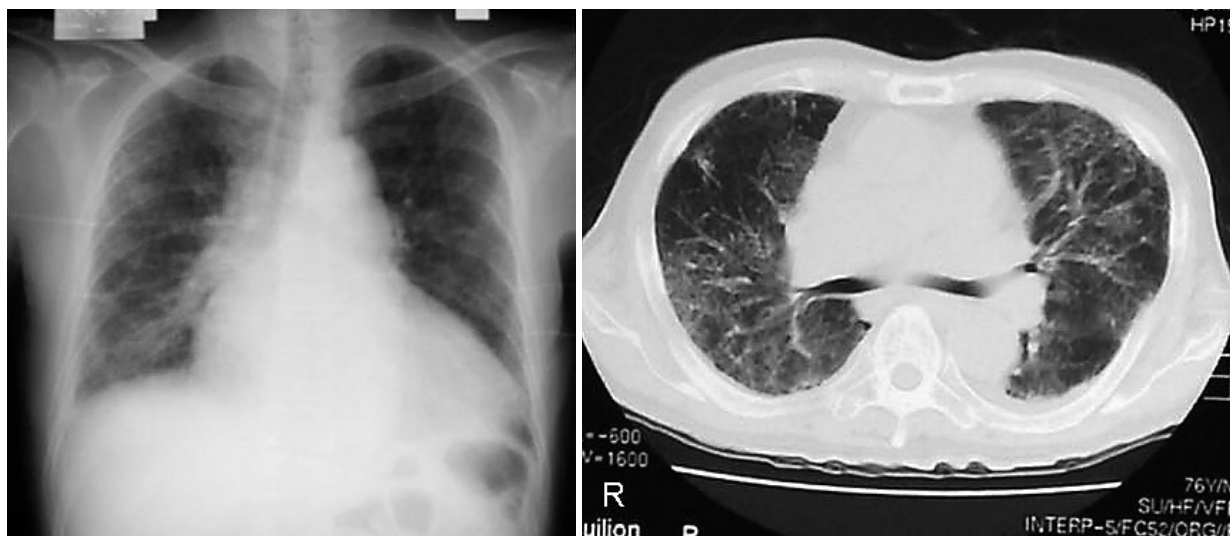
Case 1. Chest radiograph(left)and thoracic computed tomography scan(right)on admission showing the interstitial shadow in the bilateral lungs
